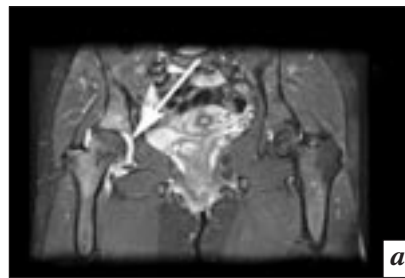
T1-взвешенные магнитно-резонансные томограммы с подавлением сигнала от жира: *а* – тазобедренных суставов во фронтальной проекции больной реактивным артритом, ассоциированным с хламидийной инфекцией, продолжительность заболевания 6 мес; покровные гиалиновые хрящи правого тазобедренного сустава неравномерные по толщине, с признаками разволокнения, суставная щель его в верхних отделах сужена, суставная капсула утолщена, в полости сустава визуализируется выпот однородной структуры (стрелка); *б* – левой кисти в аксиальной проекции на уровне II–V пястно-фаланговых суставов пациента с подагрической полиартропатией, давность заболевания 4 года; в дистальной головке III пястной кости визуализируется гиперинтенсивный подагрический узел (тофус) с внутрисуставной локализацией (стрелка), синовиальная оболочка III пястно-фалангового сустава утолщена, в полости сустава неоднородной структуры выпот, определяются признаки теносиновита сгибателя II пальца.
